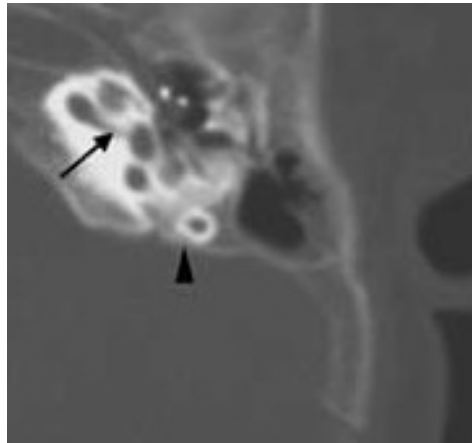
Imagen de TAC con cóclea normal
